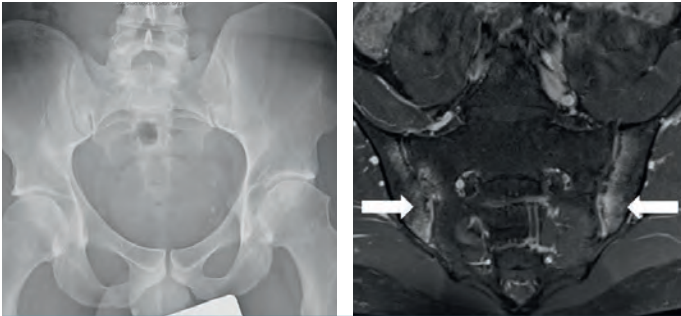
Typisches Bild einer nicht-radiographischen axSpA: Das Röntgenbild zeigt einen Normalbefund, im MRT finden sich dagegen ausgeprägte Entzündungen der Sakroiliakgelenke (Pfeile)
